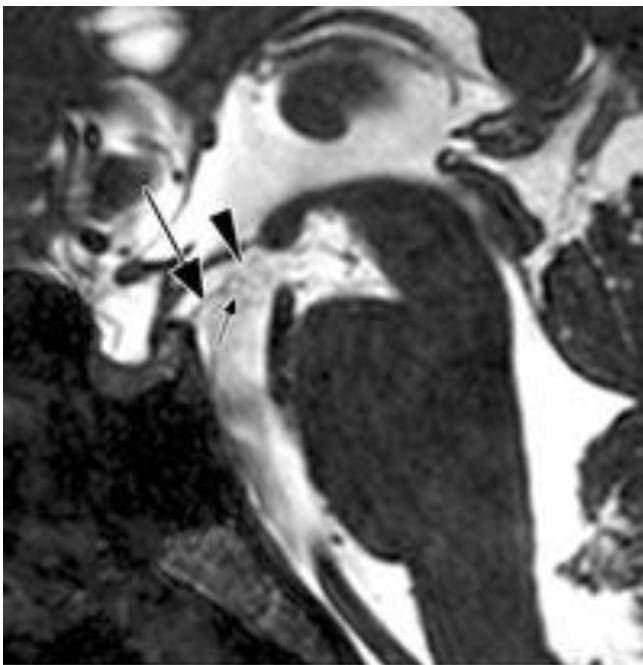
IRM T2, en coupe sagittale montrant la membrane de Liliequist
